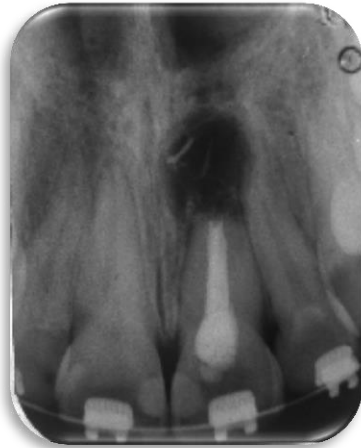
Radiografía que muestra los restos de gutapercha que no han sido eliminados por completo.
